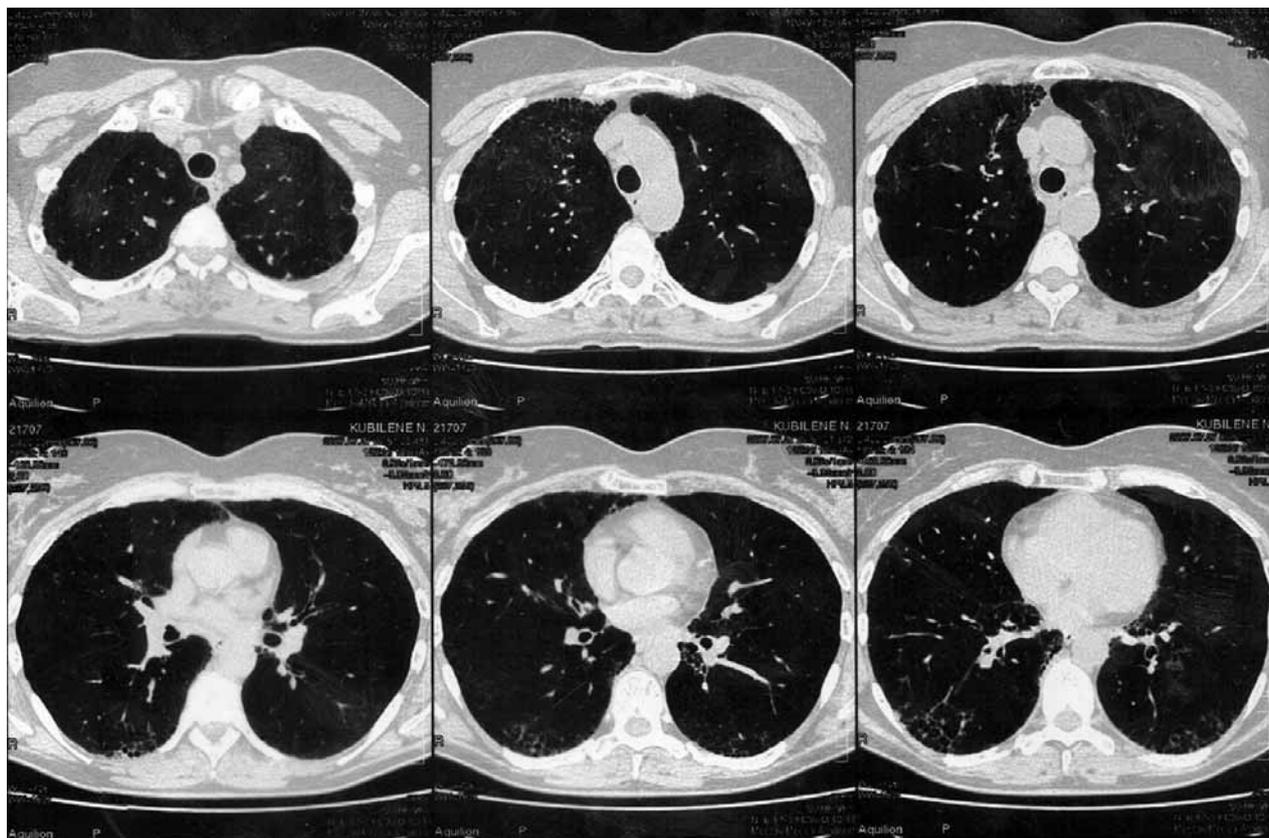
МСКТ органов грудной клетки сестры больной И.В.П.
